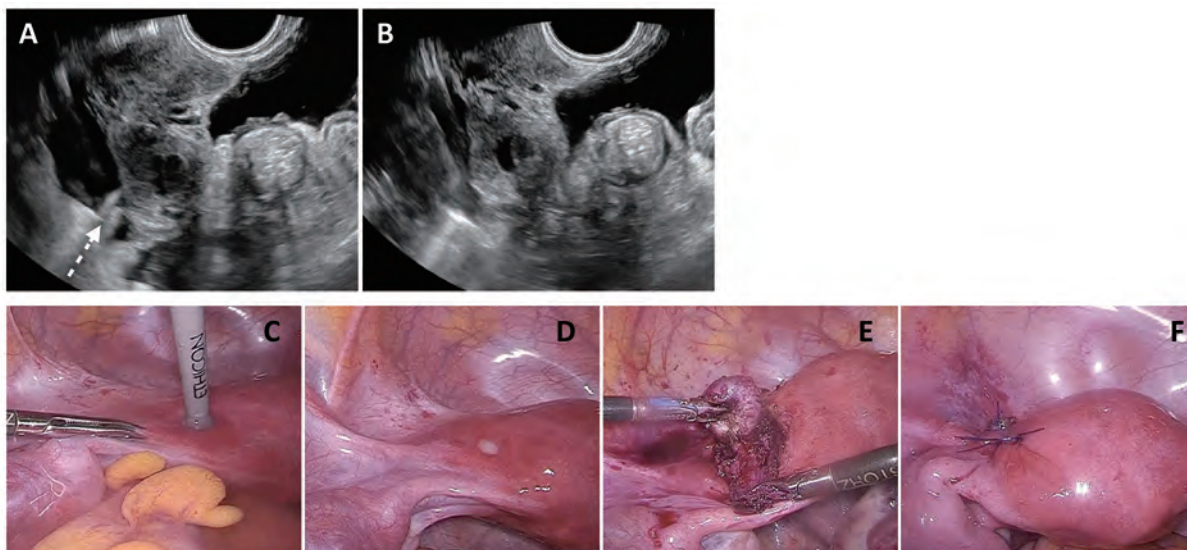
術中超音波検査像 (A,B) と腹腔鏡手術の様子 (C,D,E,F)
